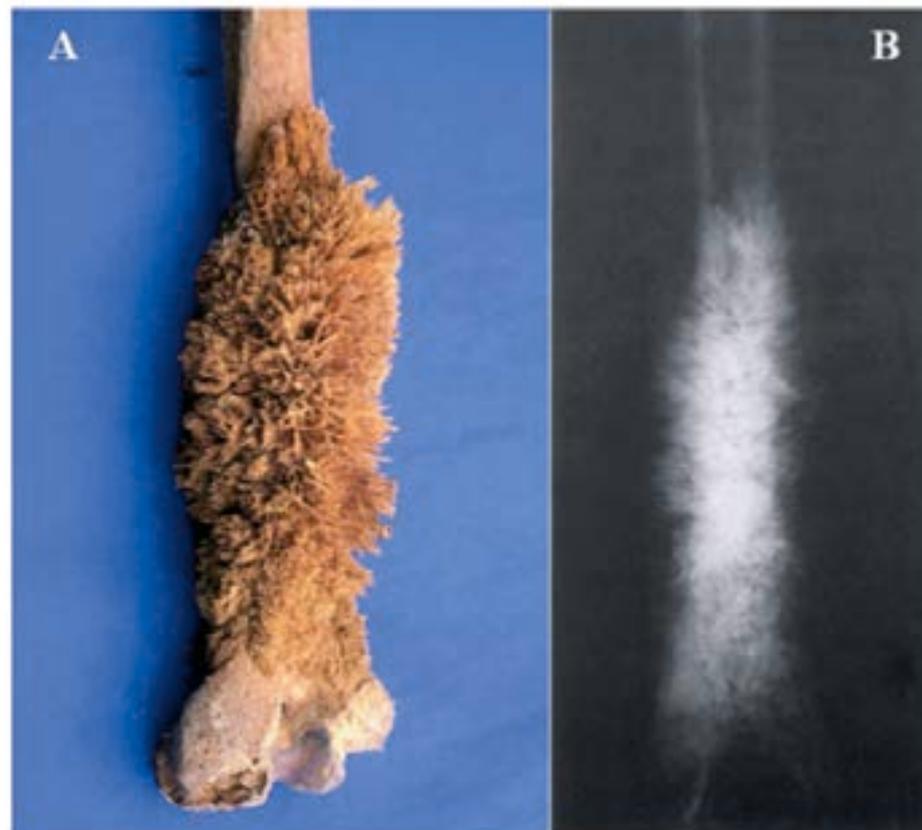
Osteosarcoma of the femur in a native Peruvian dating to ca. 800 BP (a), with the typical radiographic “sunburst” pattern (b). Reproduced with permission from Aufderheide *et al.*⁴⁵
